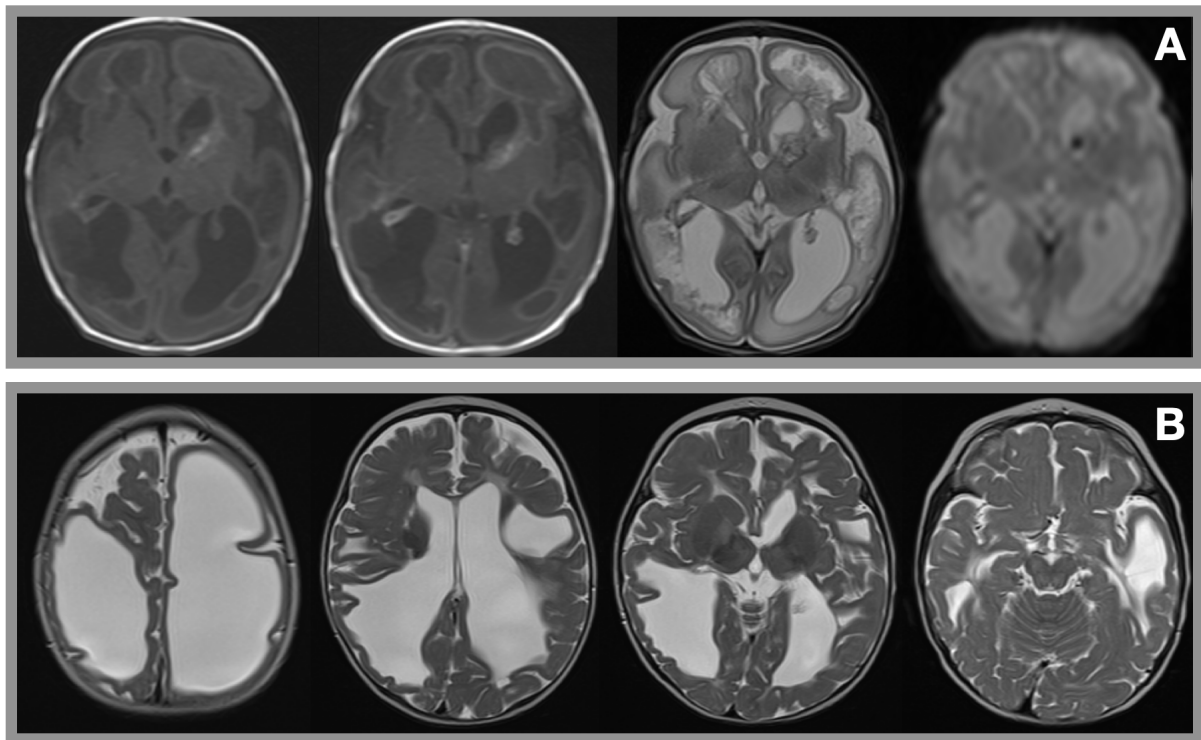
Aspect à l'IRM de l'atteinte cérébrale à *Bacillus cereus* chez un nouveau-né avec une hémoculture positive à 10 jours de vie
